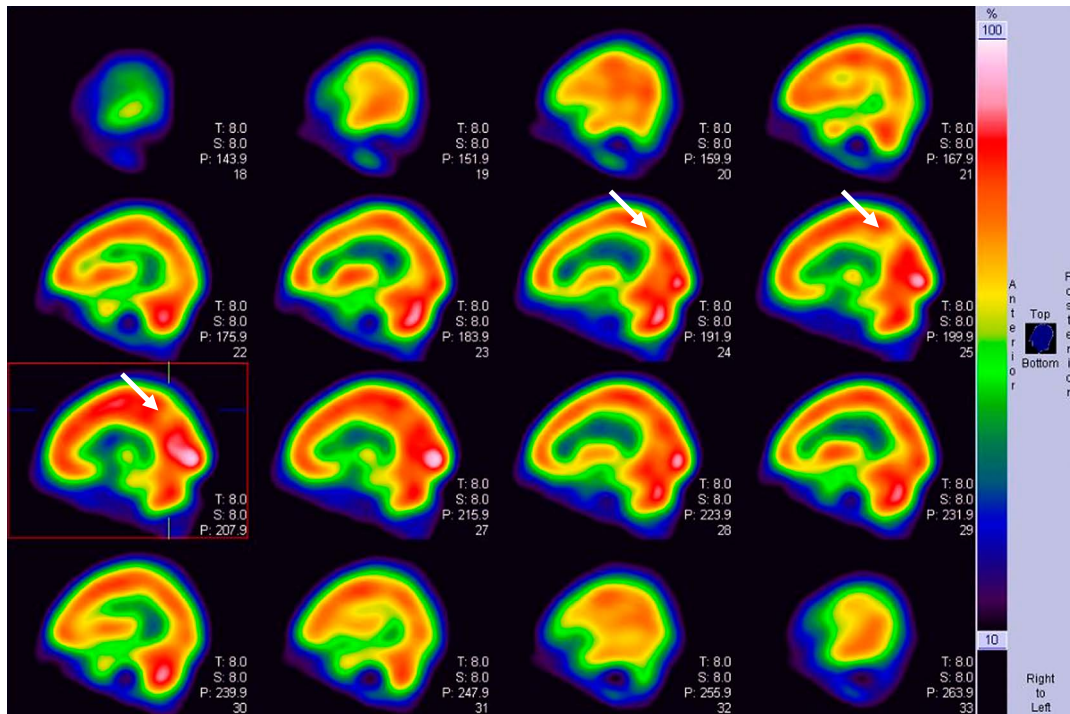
Brain <sup>99m</sup>Tc-ECD SPECT.
